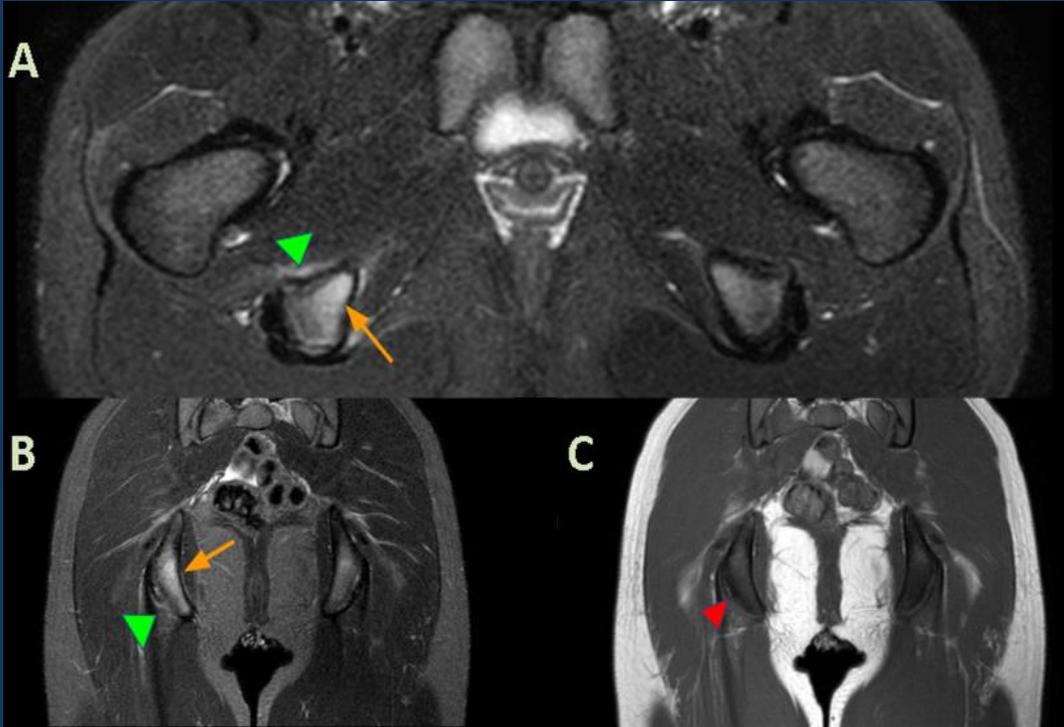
La RMN muestra cambios de edema óseo en secuencias STIR (A y B) a nivel de la tuberosidad isquiática derecha (*flecha*), y cambios de edema en partes blandas adyacentes con supresión grasa (*puntas de fleche verdes*), asociado a sutil irregularidad ósea en T1 ( *punta de fleche roja* en C).
